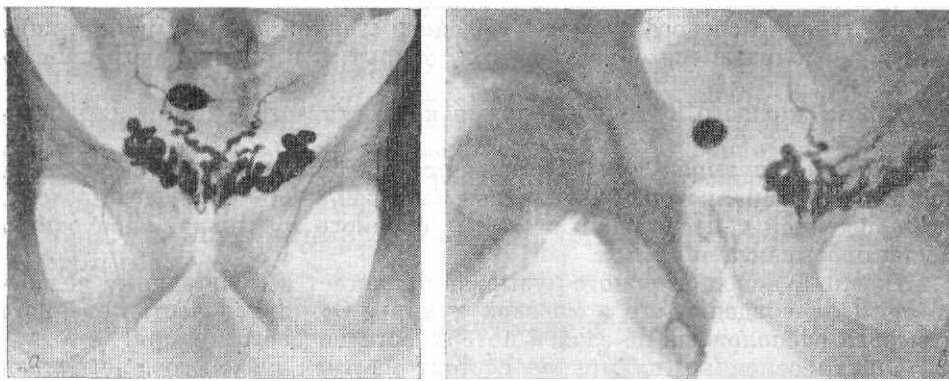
Рентгенограммы семенных пузырьков и сомявыносящих протоков в прямой задней проекции (а) и в правой задней косо-й проекции (б). Над изображением семенных пузырьков определяется овальной формы тень попавшего в мочевой пузырь йодолипола.
